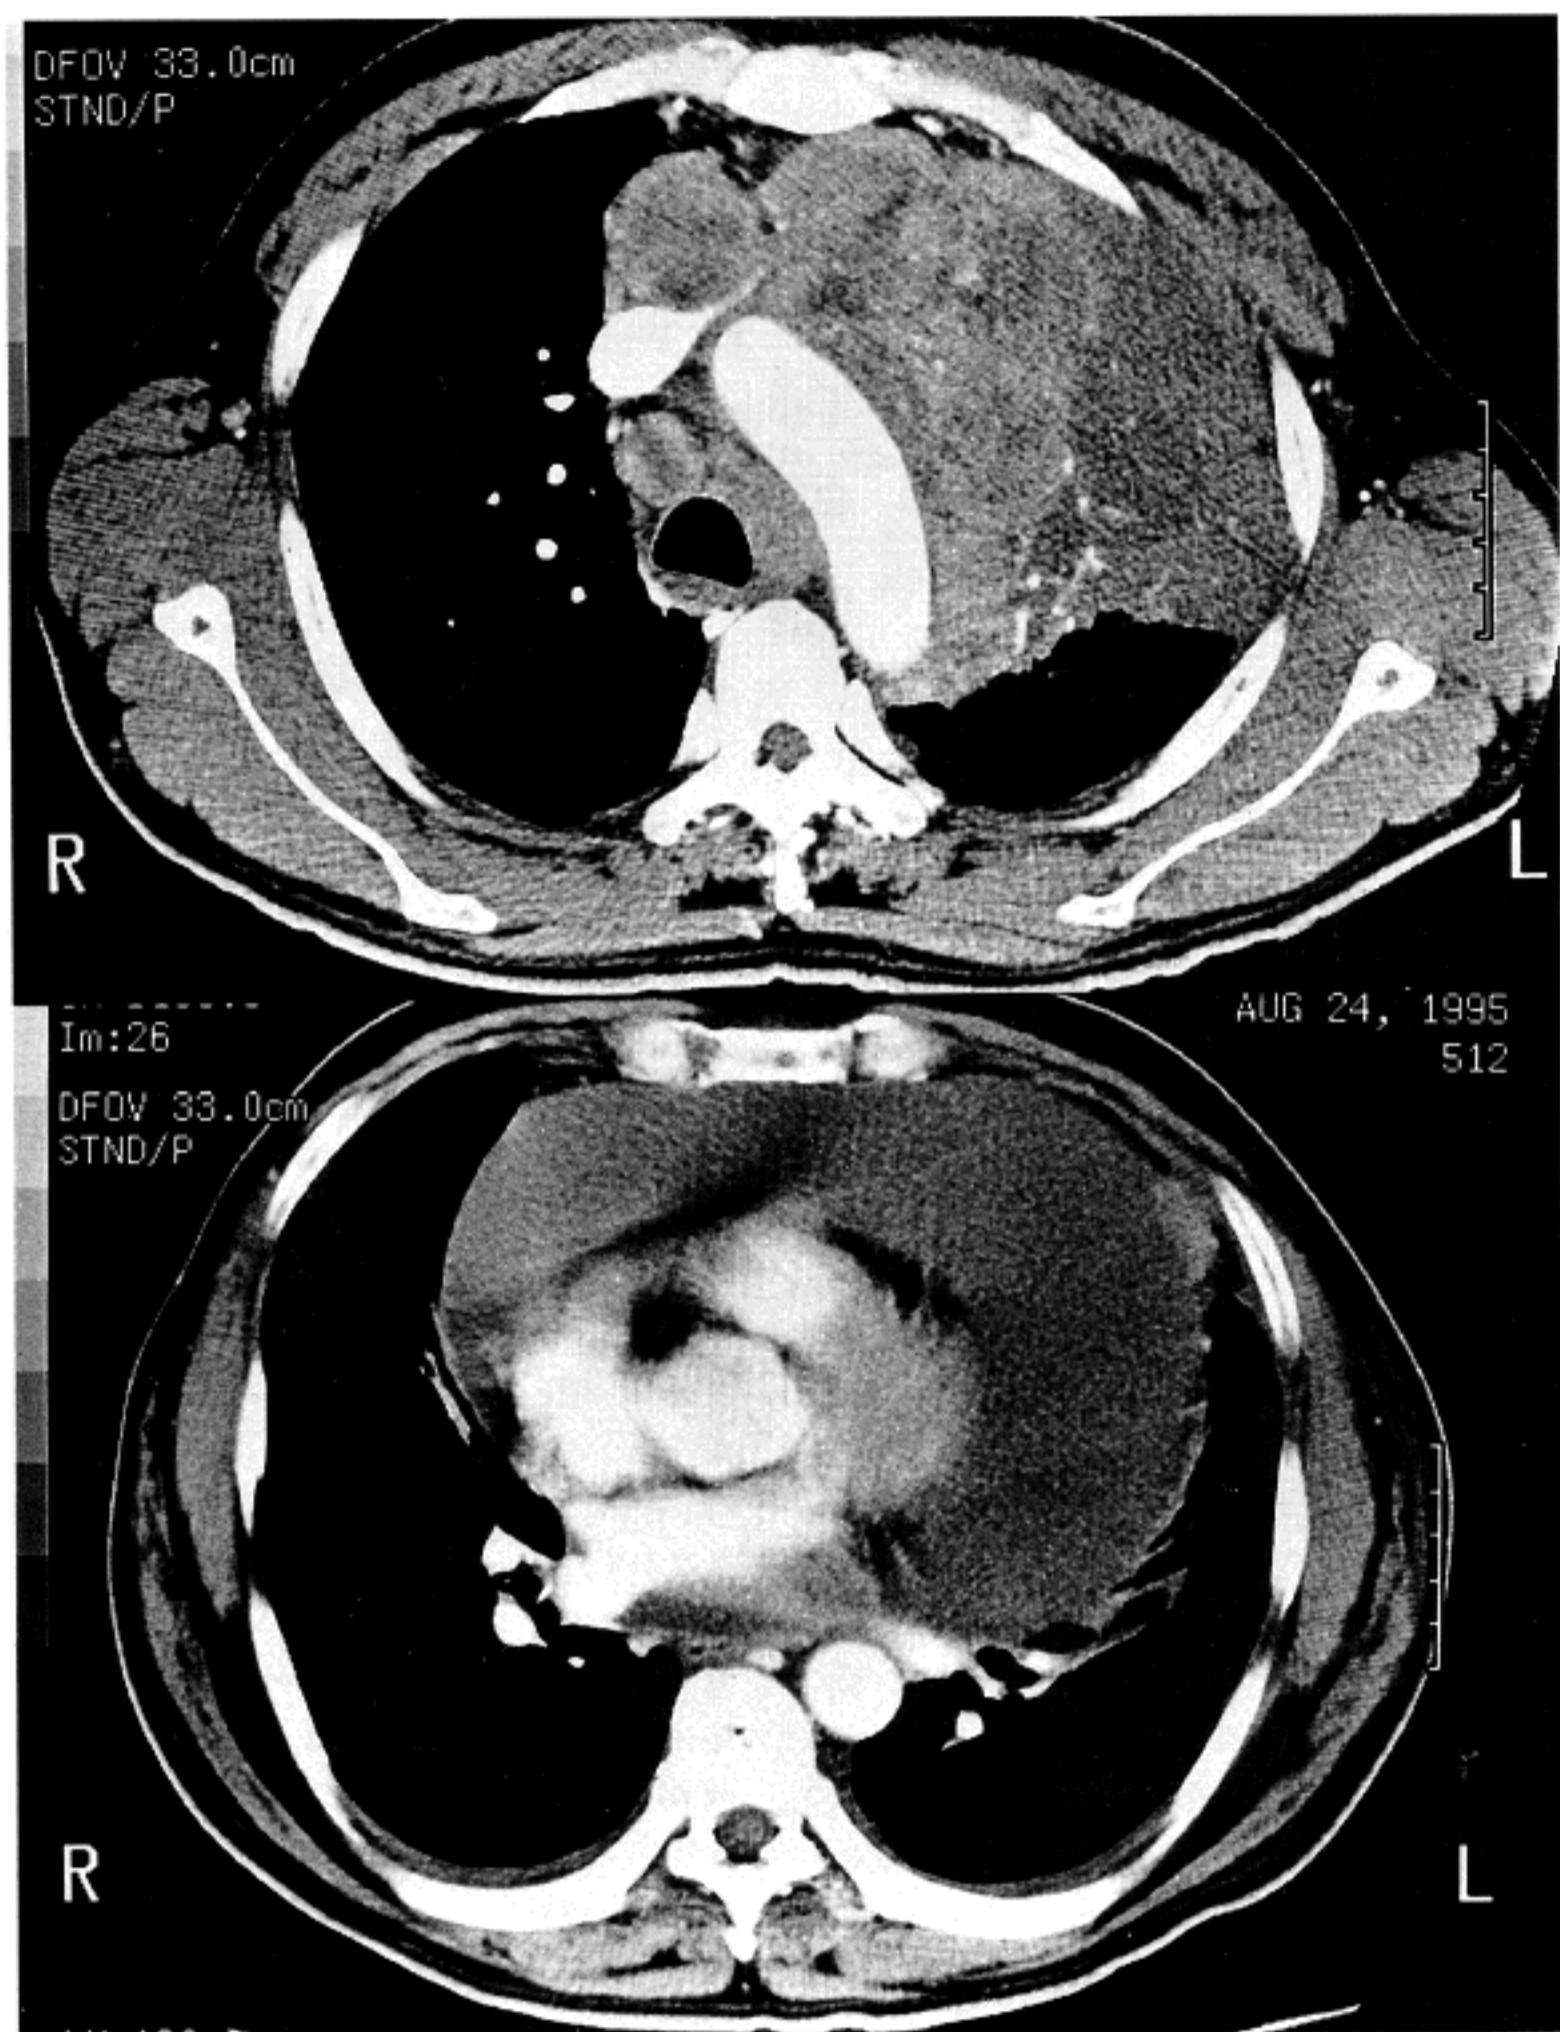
Chest CT showing a huge left upper lobe mass with mediastinal involvement. Left innominate vein is markedly compressed and large amount of pericardial effusion is observed
